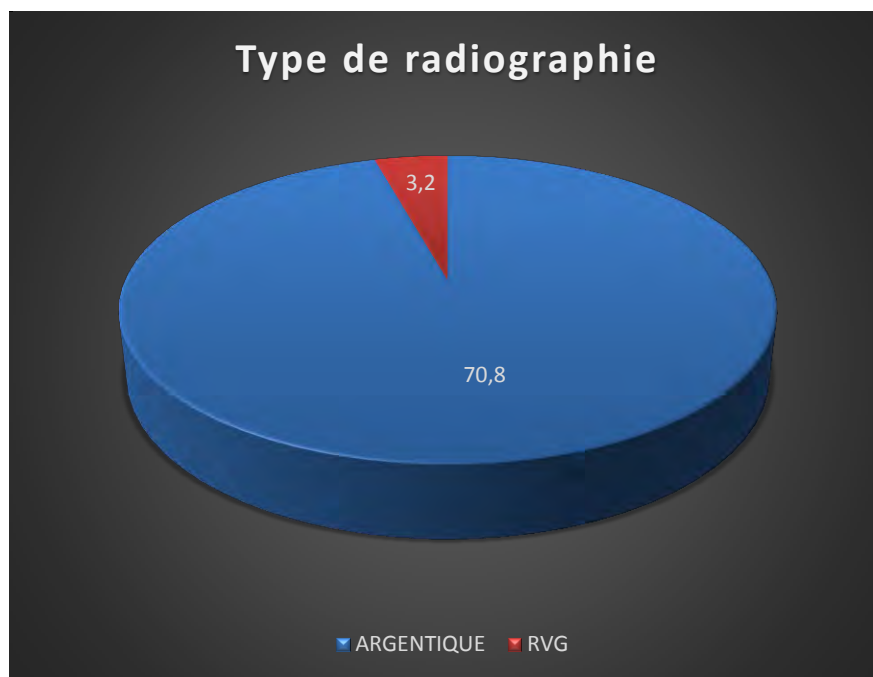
Répartition selon le type de radiographie utilisée
